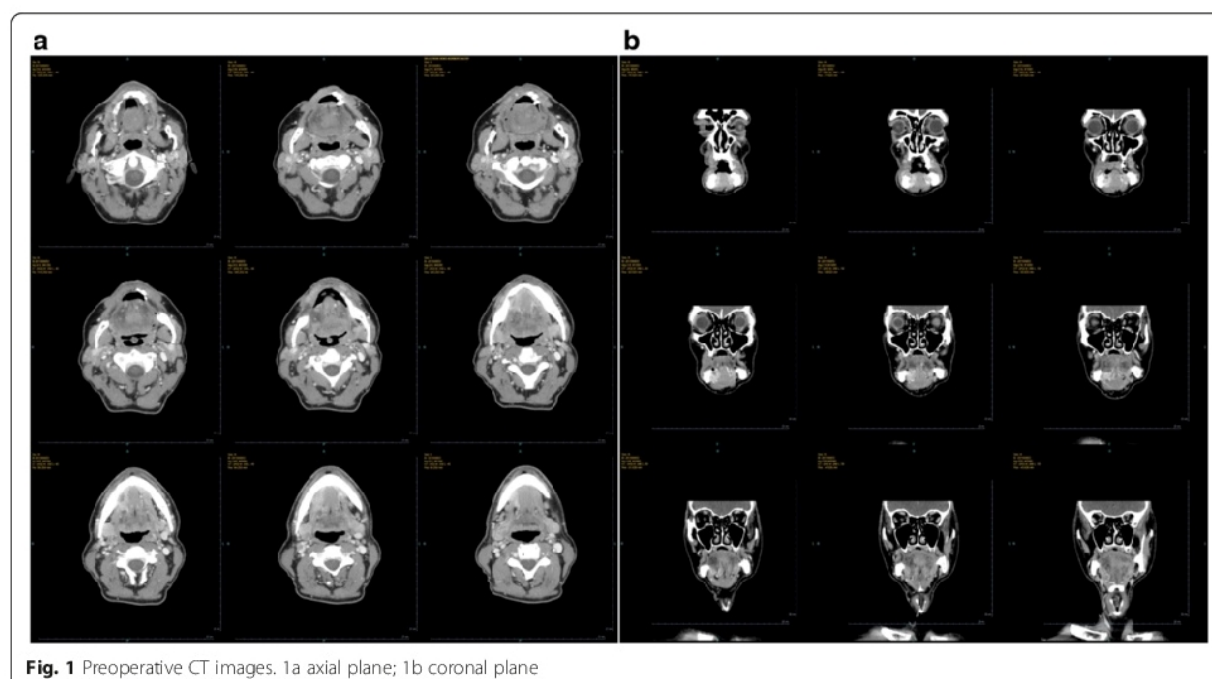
Preoperative CT images. 1a axial plane; 1b coronal plane
